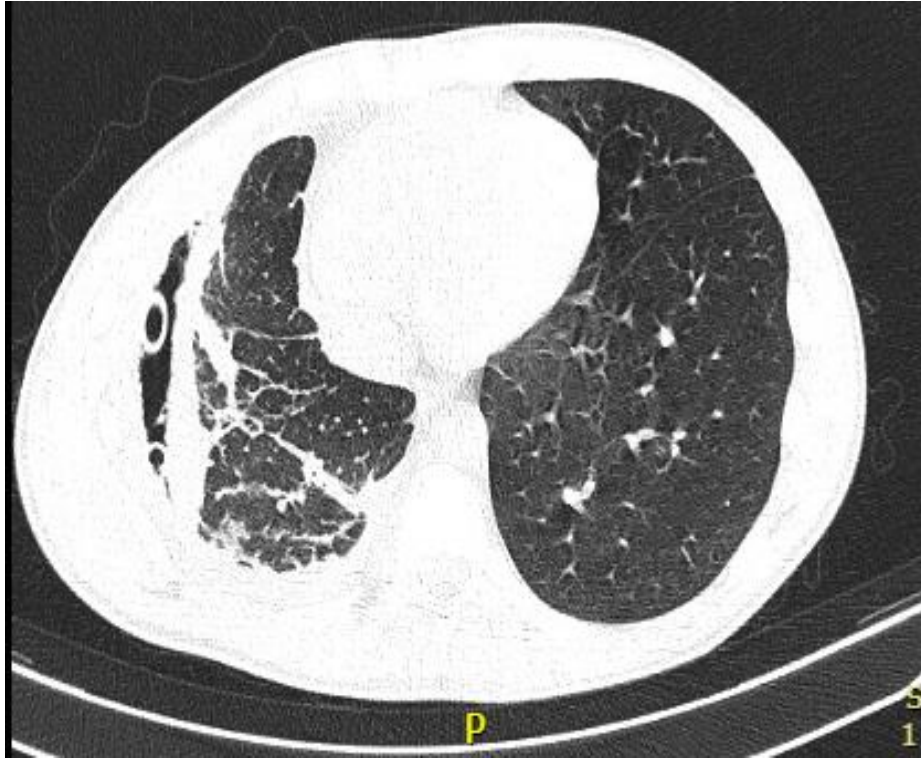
МСКТ больного Р. перед выпиской
